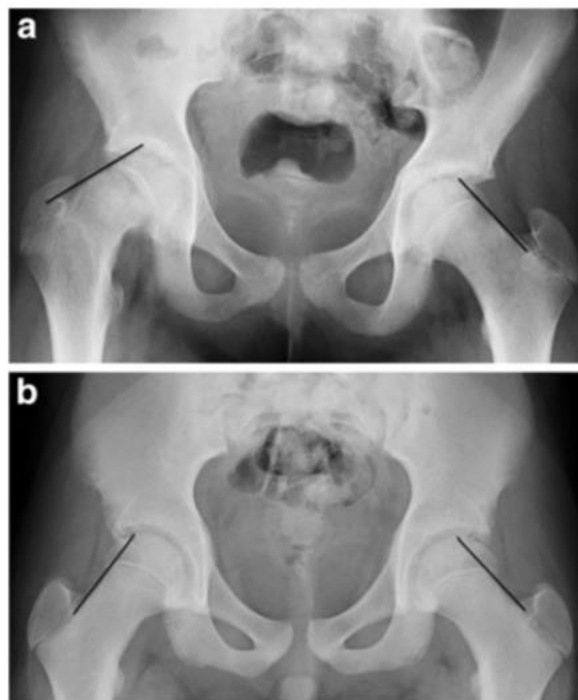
Radiografías (7)
